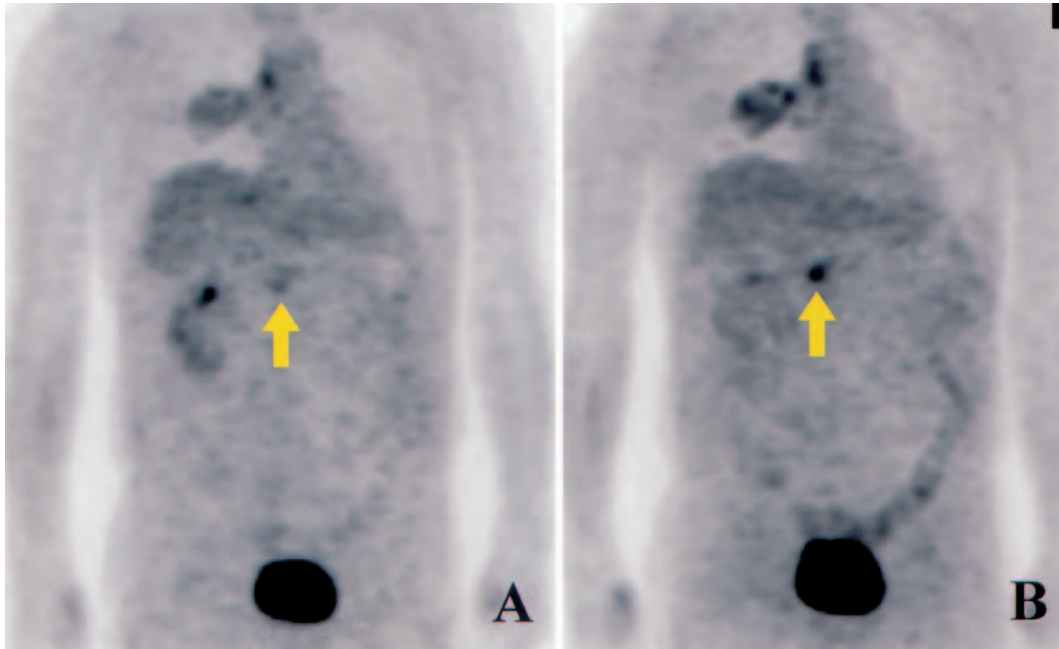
FDG-PET showed abnormal accumulation in the middle upper abdominal region (arrow) in addition to the primary middle lung field site and the mediastinal lymph nodes (A: early phase, B: late phase).
